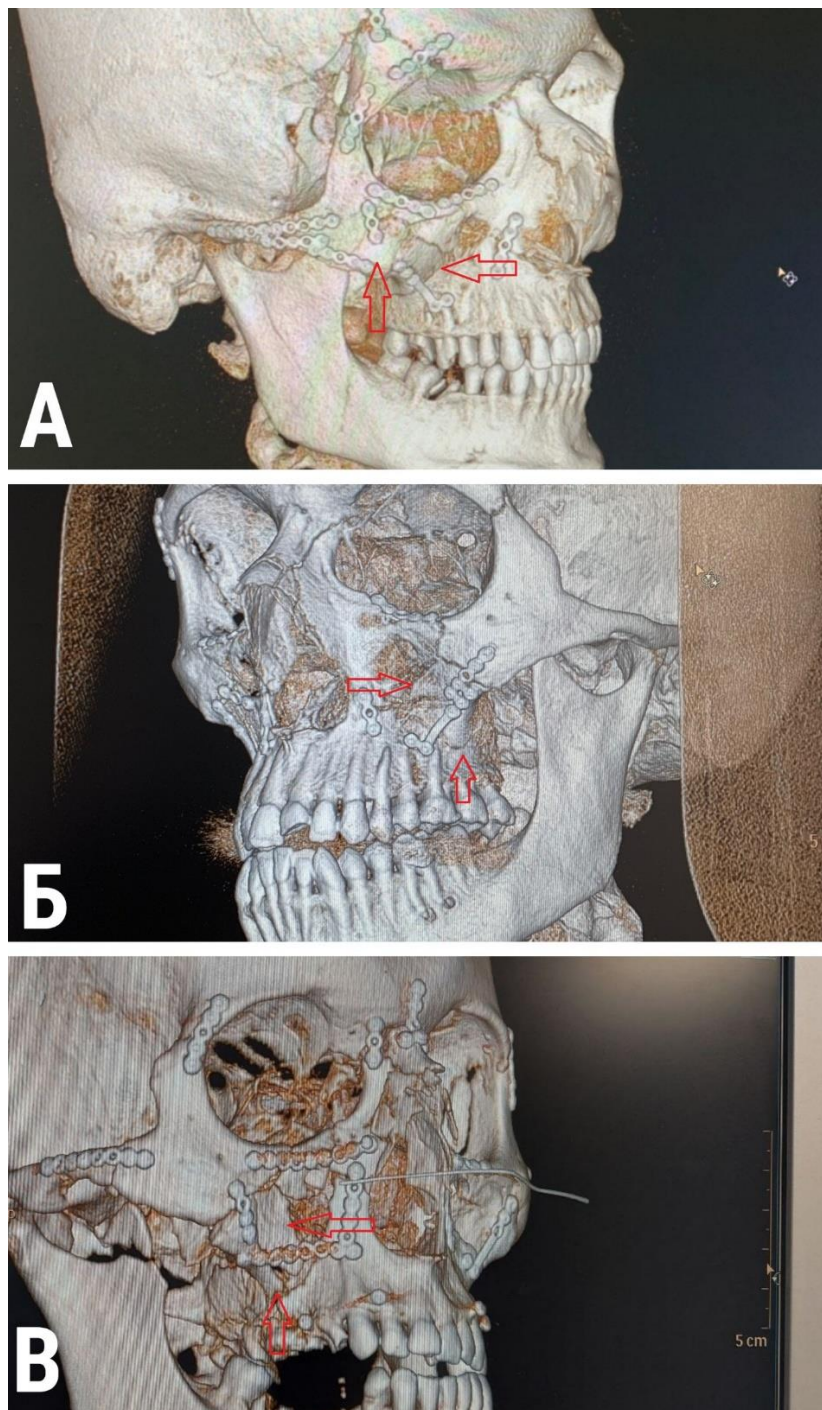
3D-реконструкція томографічних зображень. Різні варіанти відновлення цілісності вертикальних контрфорсів за допомогою кісткових трансплантаів та накісних титанових пластин. А – Пацієнт Б., 43 роки. Діагноз: Травматичний багатоуламковий ПВЩ за Le Fort III зі зміщенням. Б – Пацієнт І., 28 років. Діагноз: Травматичний багатоуламковий ПВЩ за Le Fort III зі зміщенням. В – Пацієнт Д., 33 роки. Діагноз: Травматичний багатоуламковий
